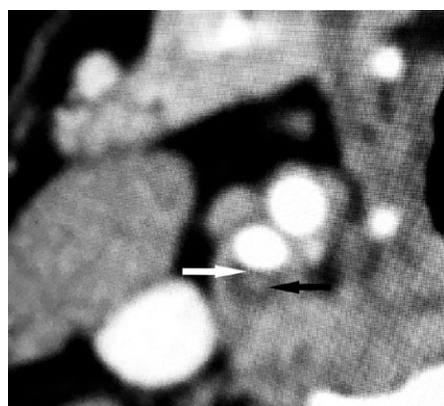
Компьютерная томограмма пациента с нестабильной атеросклеротической бляшкой. Определяется единая большая полость внутри бляшки с жидкостным компонентом (черная стрелка) и истонченная покрышка (белая стрелка)
